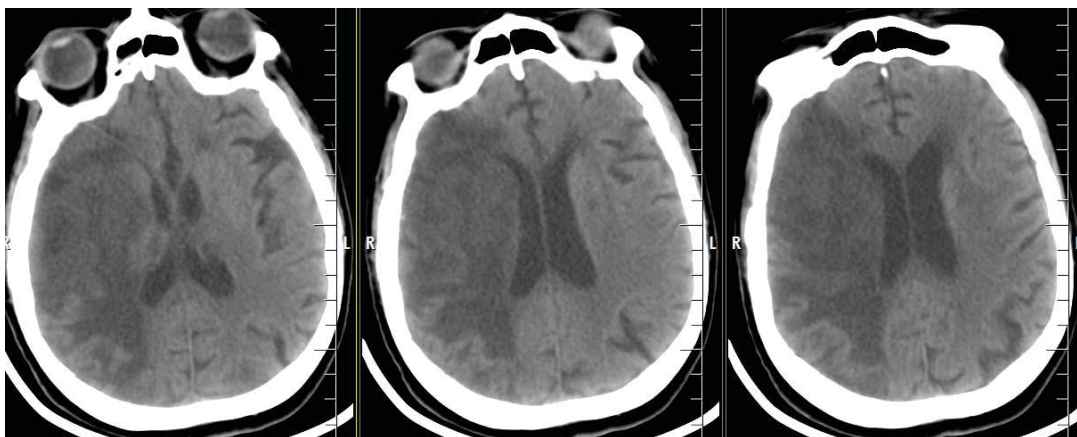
Данные СКТ-головного мозга. Ишемический очаг в бассейне правой СМА
